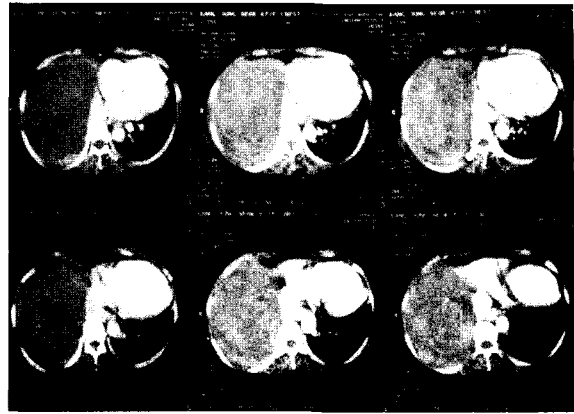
Preoperative chest CT reveals huge heterogenous mass that occupying whole hemithorax
